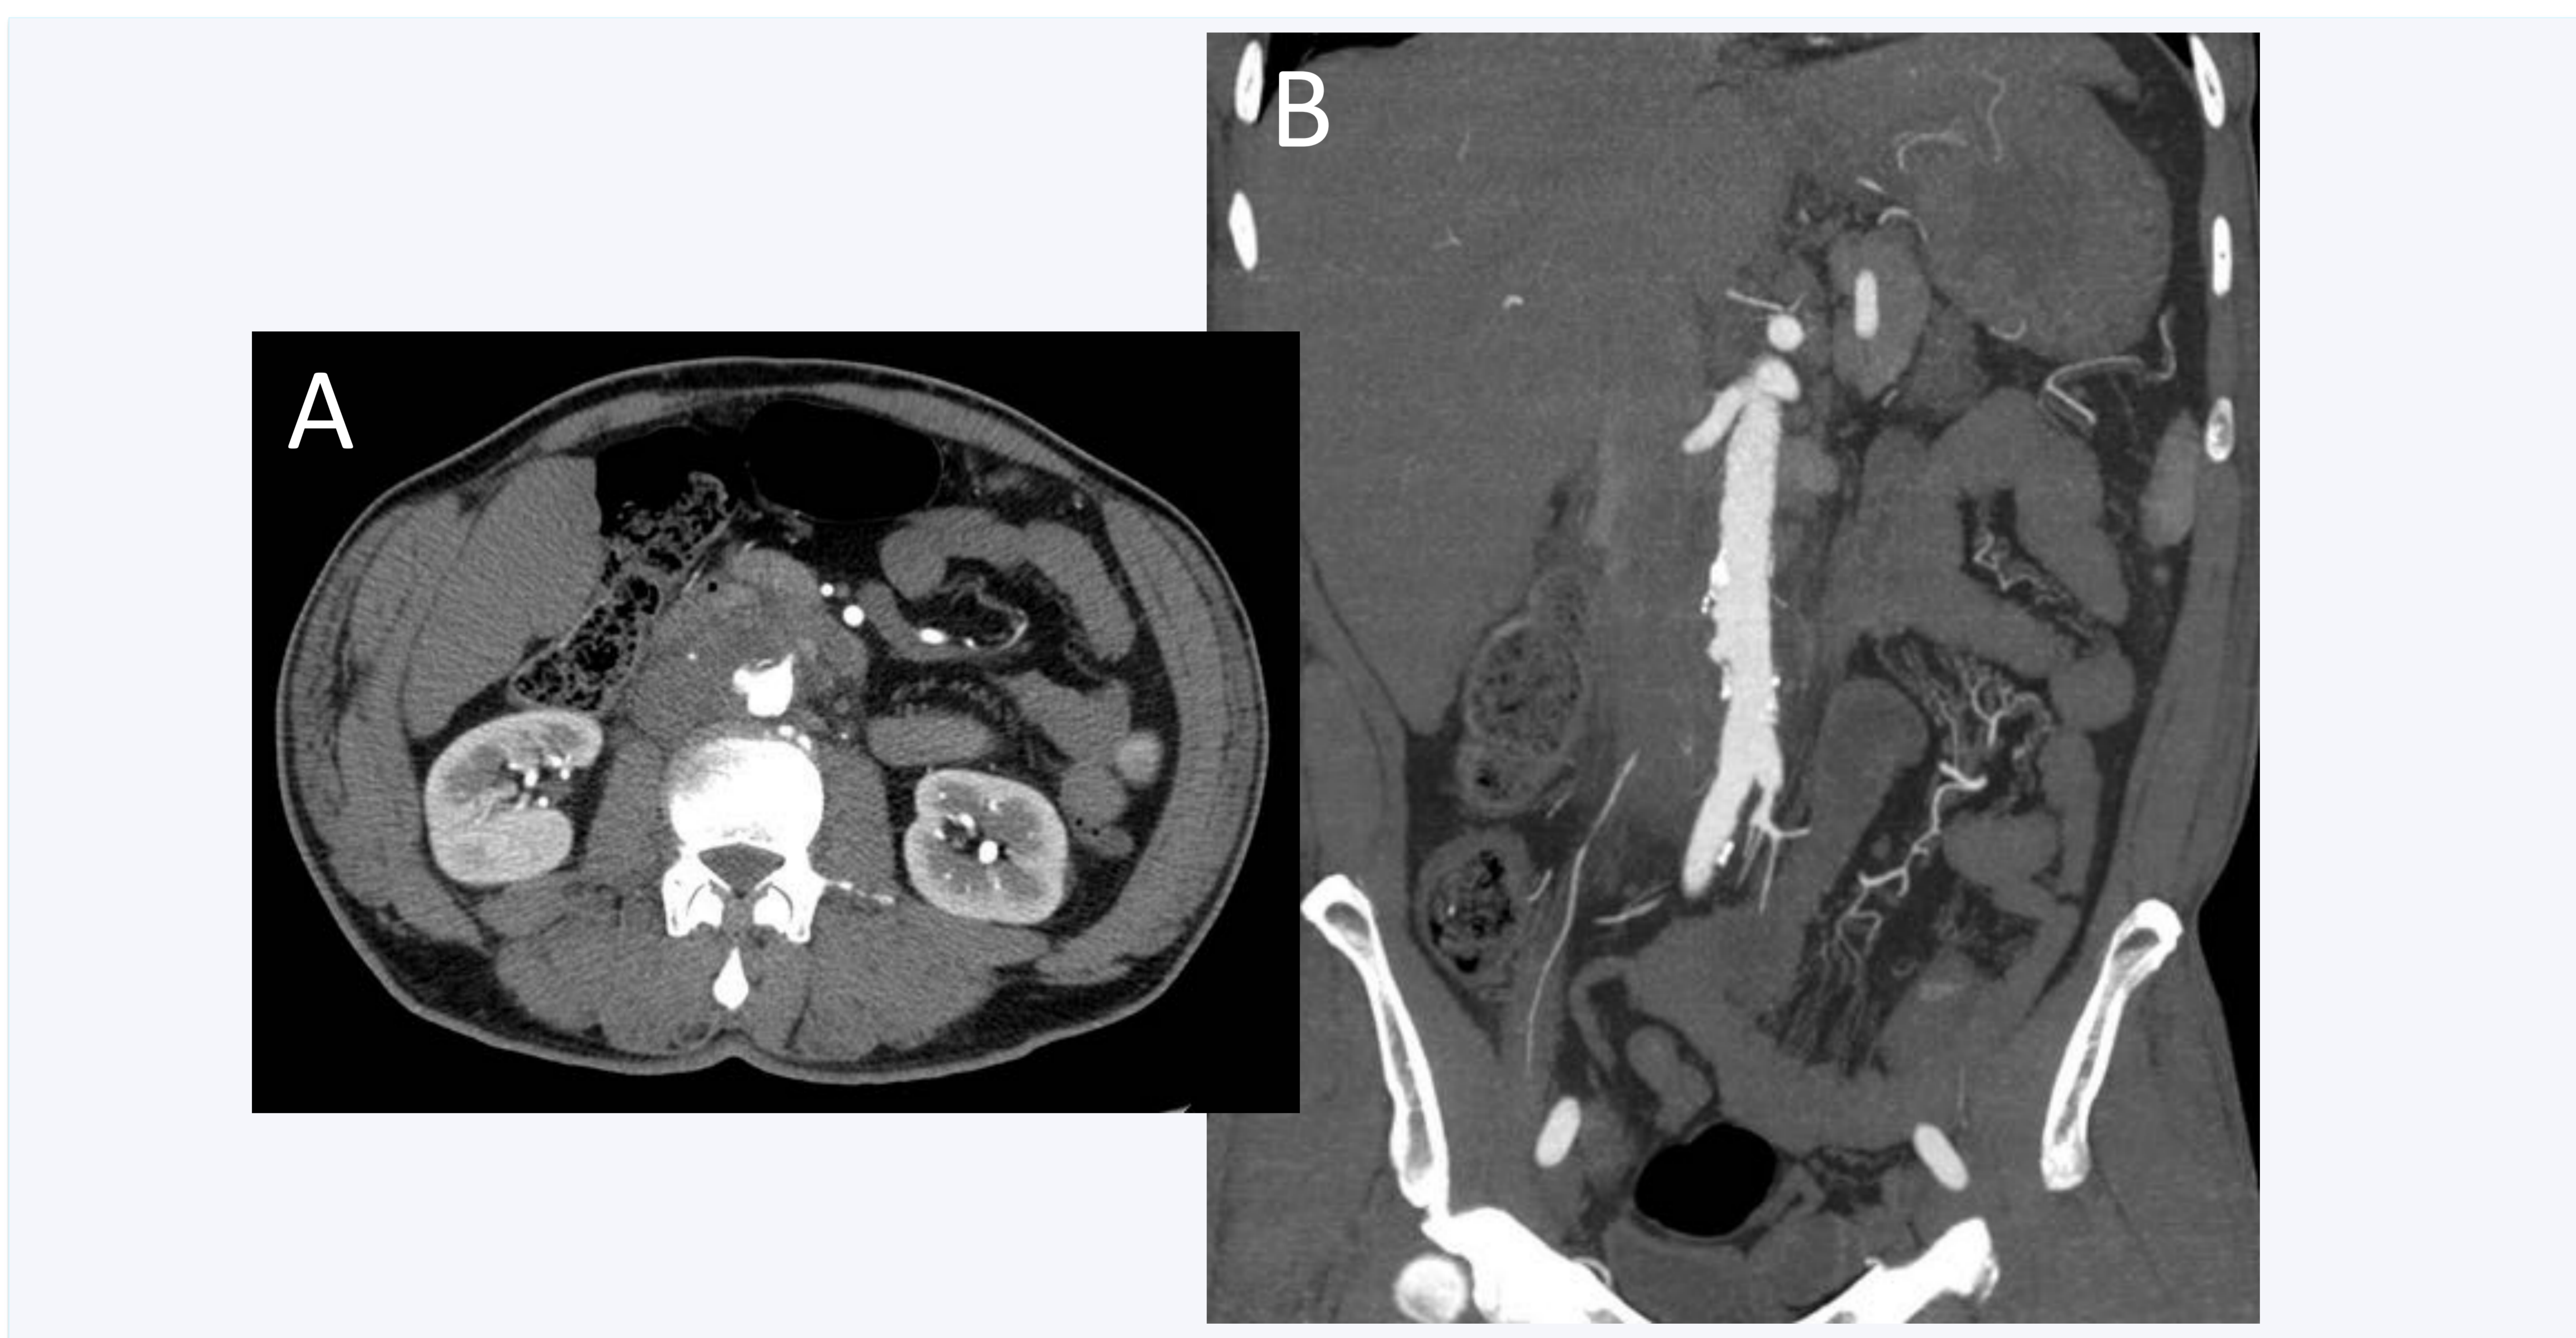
Aortitis infecciosa. A y B) Las imágenes de TC con contraste en axial (A) y coronal (B) muestran una úlcera penetrante en la pared de la aorta abdominal infrarrenal. Está rodeada por una masa de densidad de partes blandas periaórtica.
